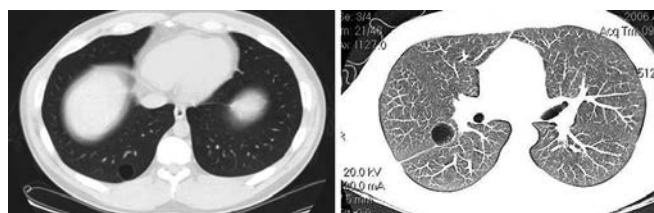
Type Ir PPB are lung cysts which radiographically resemble PPB with delicate septa without any remnants of the primitive cells in the cyst walls. An older PPB family member with cysts most likely has Type Ir PPB. However even very young children can have Type Ir PPB
